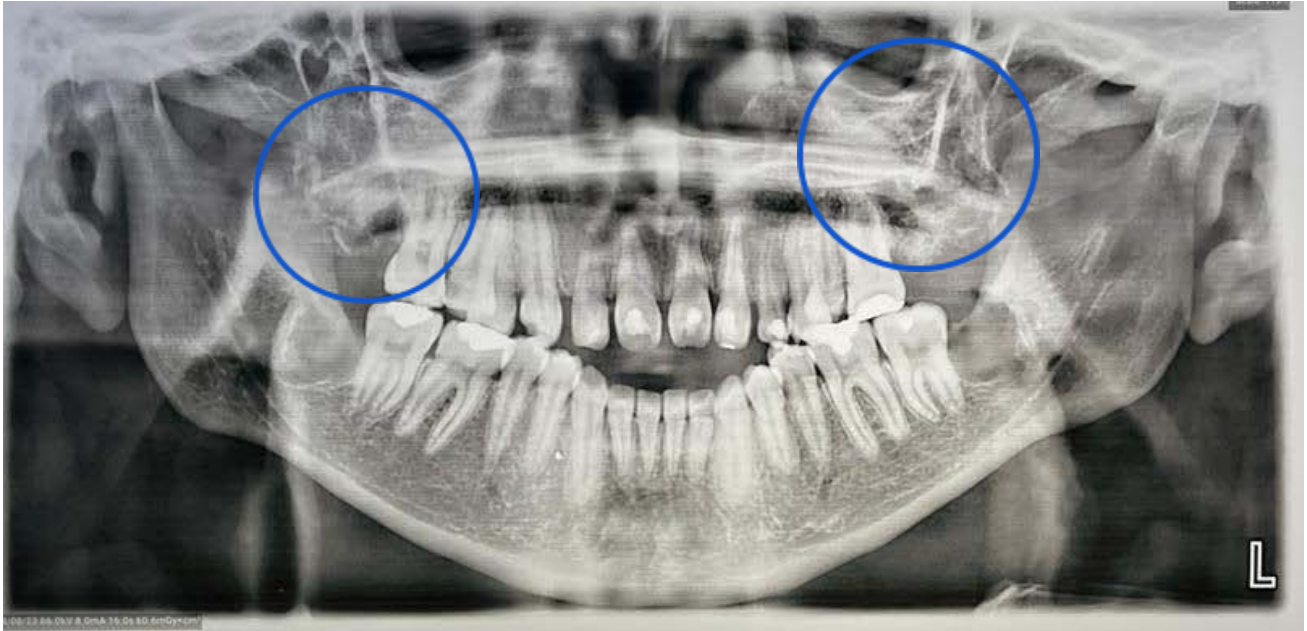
Ortopantomografía, se observa formación de tejido óseo esponjoso en piso de seno maxilar y tejido mutilado por odontectomías previas, control 15 días postquirúrgicos. Imagen tomada de C.M.F Sergio Soto Góngora.
